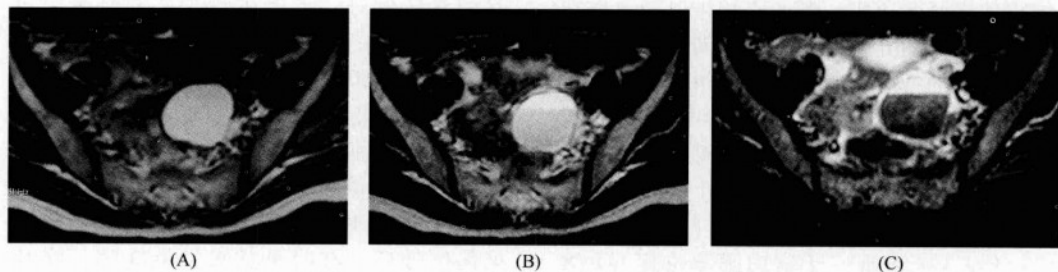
右侧卵巢子宫内膜囊肿 MRI 表现
